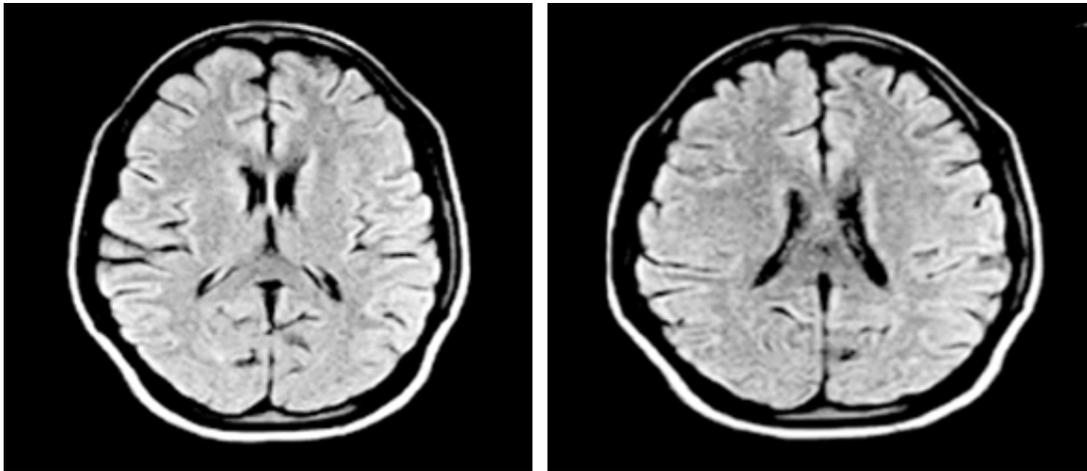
Tomografía axial computarizada en la cual se observan signos de atrofia cortical.
